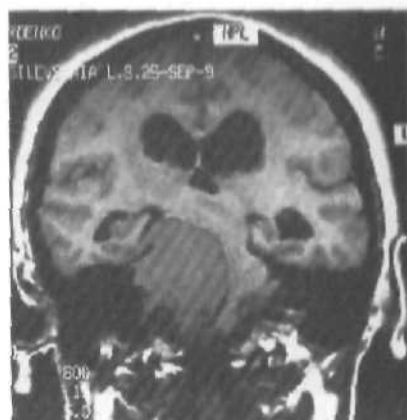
Петрокливальная менингиома. МРТ, T_1 -взвешенные изображения.
